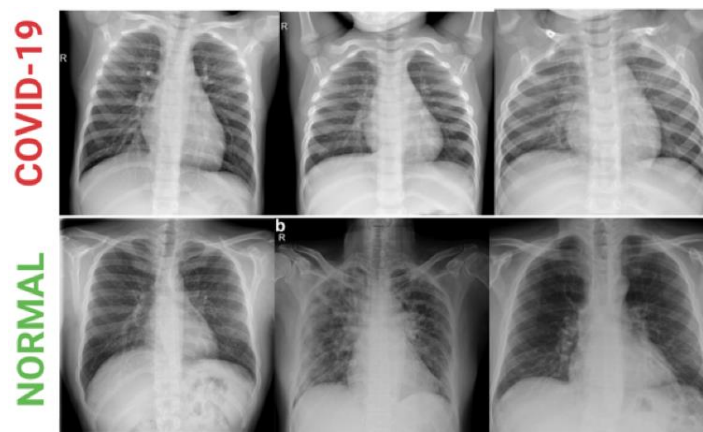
Example of X-ray images dataset of first-line Normal, second-line COVID-19 patients
